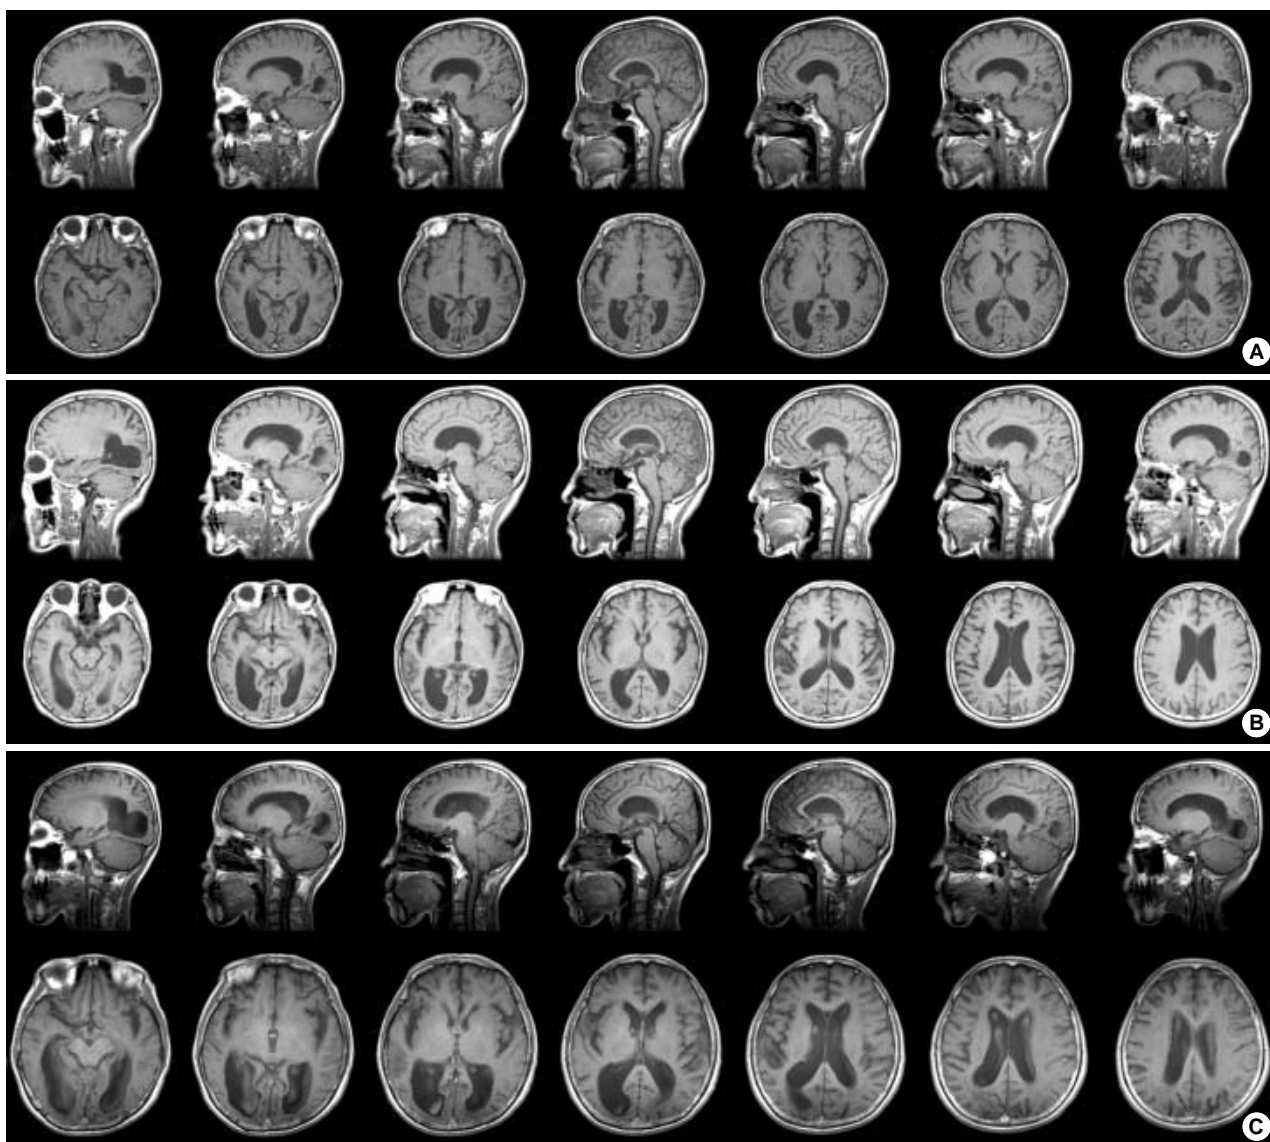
Serial brain MRIs of a patient with PCA (sagittal and axial T1-weighted images) show marked atrophy in bilateral occipital, temporal, and parietal cortices, more pronounced on the right than on the left. Posterior cortical atrophy and dilation of the posterior horns of the lateral ventricles are more severe in the latest follow-up brain MRI (C) than in the first MRI (A). There is no significant change of findings in the second follow-up brain MRI (B) compared with those in the first (A).
